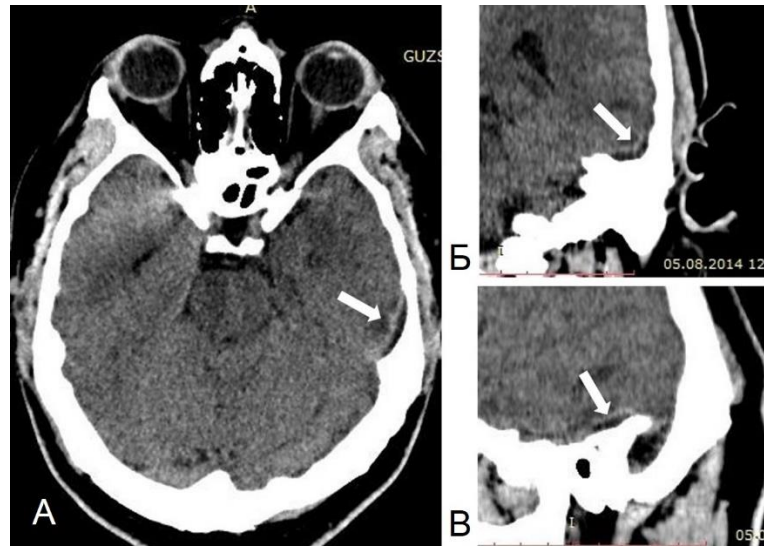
КТ головного мозга без контрастирования пациента С., 36 лет, при поступлении в стационар в аксиальной (А), коронарной (Б) и сагиттальной (В) проекциях. Стрелками указан эпидуральный абсцесс отогенной этиологии
